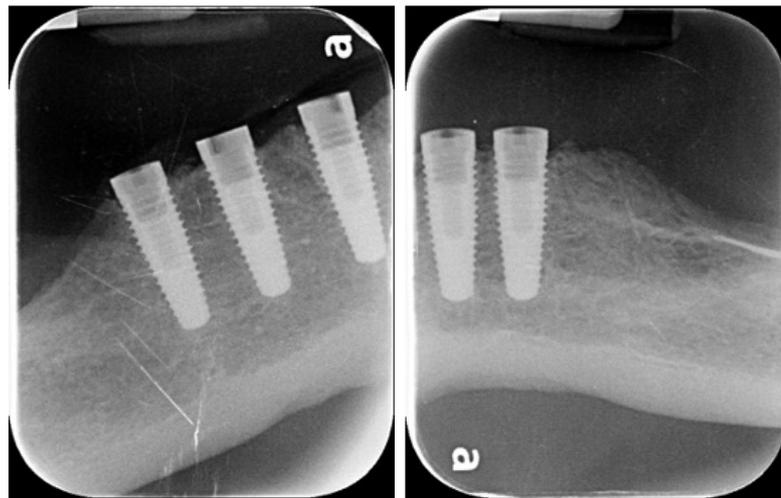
Radiografías periapicales del paciente.
